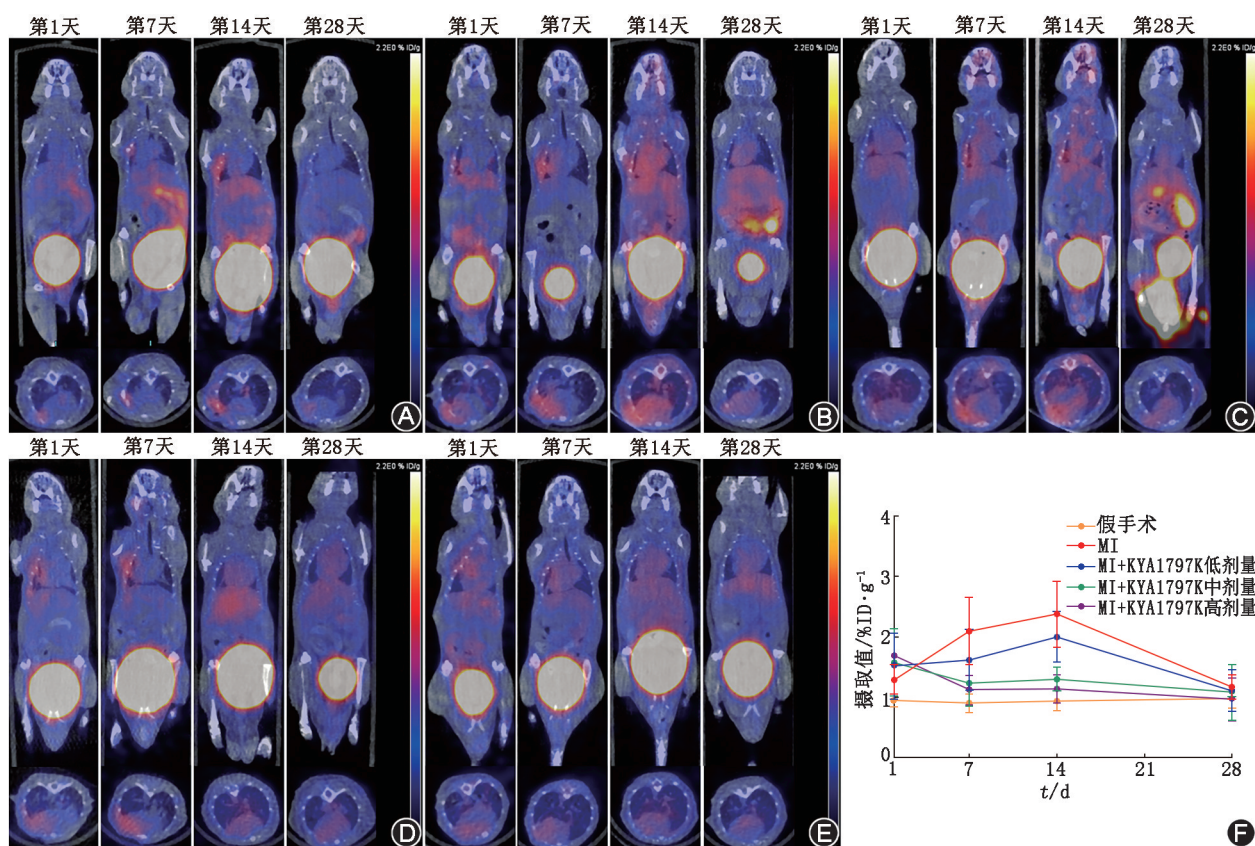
不同组 C57BL/6 小鼠不同时间点的 ^{68}Ga -成纤维细胞激活蛋白抑制剂 (FAPi)-04 microPET/CT 显像图及 ^{68}Ga -FAPi-04 摄取曲线图 A.假手术组(注射溶剂对照);B.心肌梗死(MI)组(注射溶剂对照);C. MI+KYA1797K 低剂量组(每天按体质量注射 5 mg/kg);D. MI+KYA1797K 中剂量组(每天按体质量注射 10 mg/kg);E. MI+KYA1797K 高剂量组(每天按体质量注射 15 mg/kg);F.不同组别第 1、7、14、28 天 ^{68}Ga -FAPi-04 摄取曲线图,可见药物治疗后 ^{68}Ga -FAPi-04 的摄取显著降低,且 MI 组在治疗后的第 14 天达到峰值。%ID/g 为每克组织百分注射剂量率
